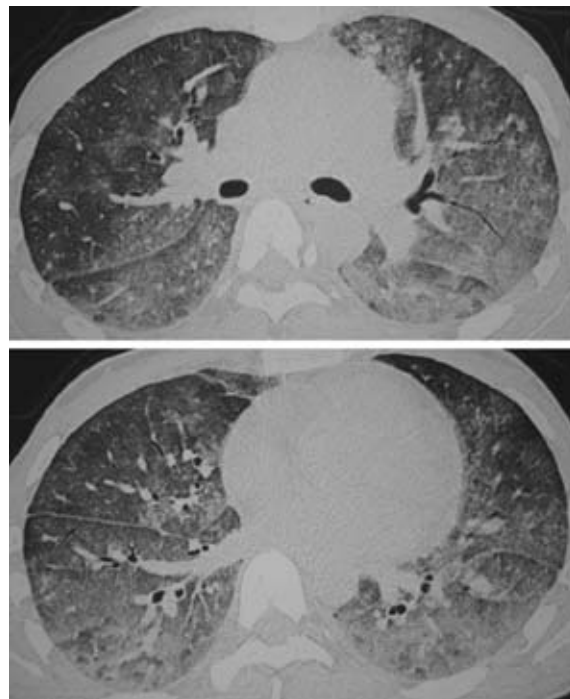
Chest CT on admission showing diffuse ground-glass opacities in the middle lung fields (upper), and in the lower lung fields (lower).
